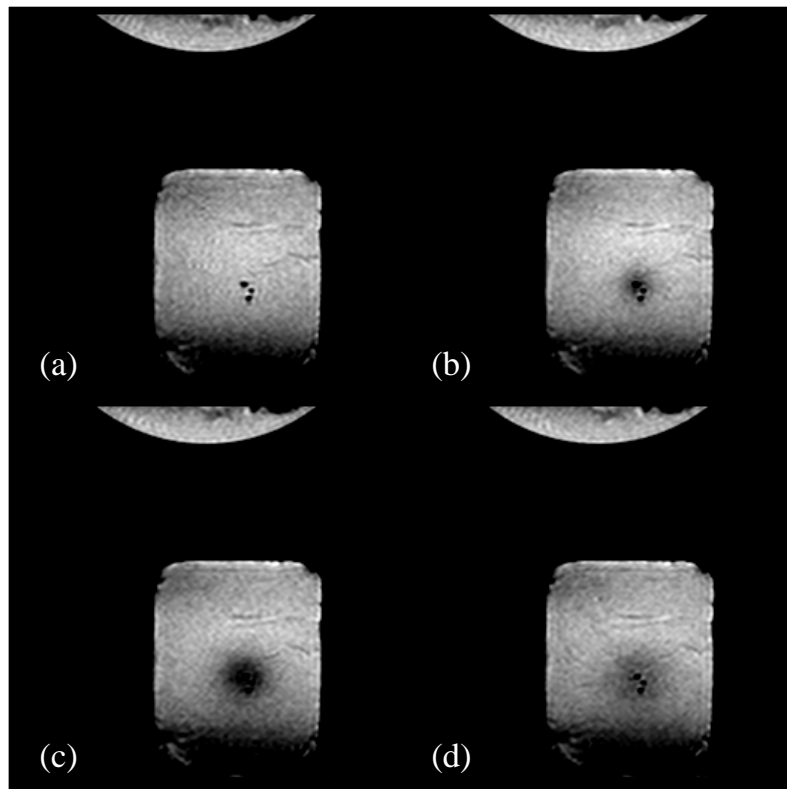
SRTF-Aufnahmen während einer LITT-Behandlung von Muskelgewebe: (a) vor Laserbehandlung (Referenzbild), (b) 2 min nach Anschalten des Lasers, (c) 25 sec und (d) 2 min nach Abschalten des Lasers. Der Applikator und die Temperatursonden liegen senkrecht zur MR-Schicht und sind als schwarze Punkte abgebildet. Die Erwärmung ist auf den MRT-Bildern als Signalreduktion zu erkennen, nach der Behandlung hellt sich das Bild wieder auf.
